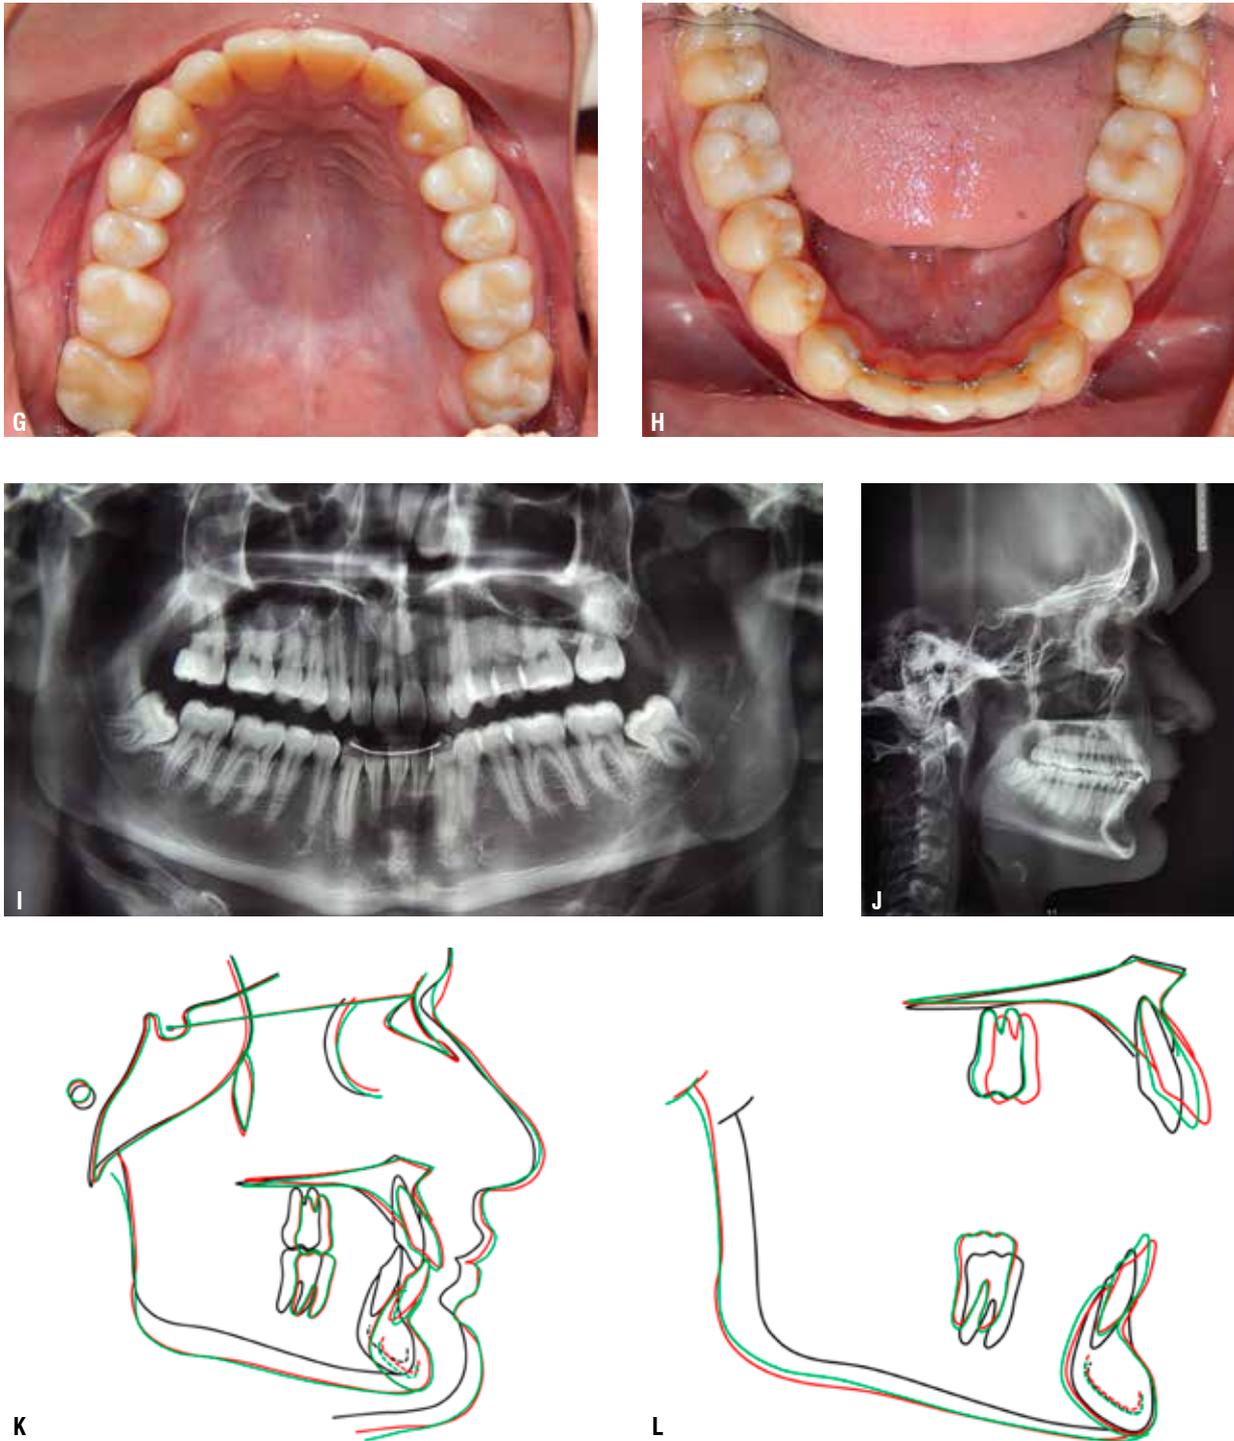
(A-L) – A-C) Fotos faciais, (D-H) intrabucais, (I-J) radiografias panorâmica, telerradiografia de perfil e K-L) sobreposições 2 anos após o término do tratamento.
